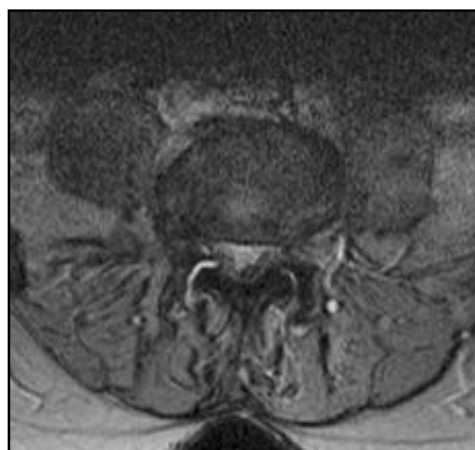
Магнитно-резонансная томография выявила дегенеративный спондилолистез со спинальным стенозом на уровне VL4-L5.
